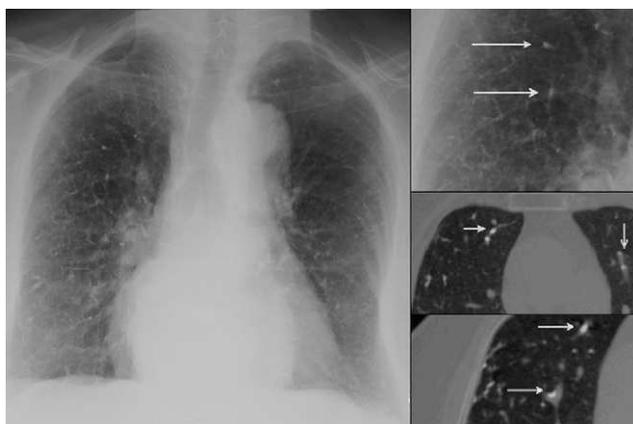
Múltiples opacidades lineales ramificadas en ambos campos pulmonares (derecha arriba, flechas). Derecha, abajo: imagen ampliada de la TC de alta resolución; émbolos de cemento (flechas) en el interior de ramas arteriales pulmonares.
